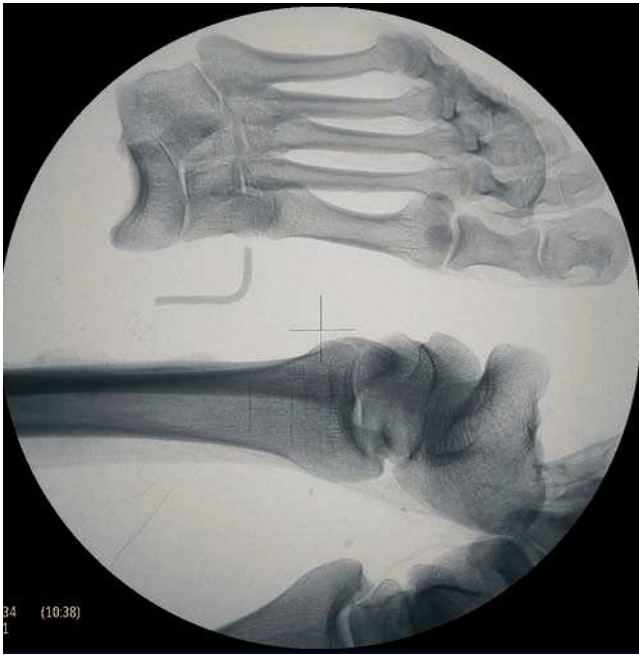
Radiografía de extremidades inferiores: líneas de Harris en el extremo distal de la tibia izquierda apreciándose el pie totalmente desarticulado. Letra L-left de alambre.
